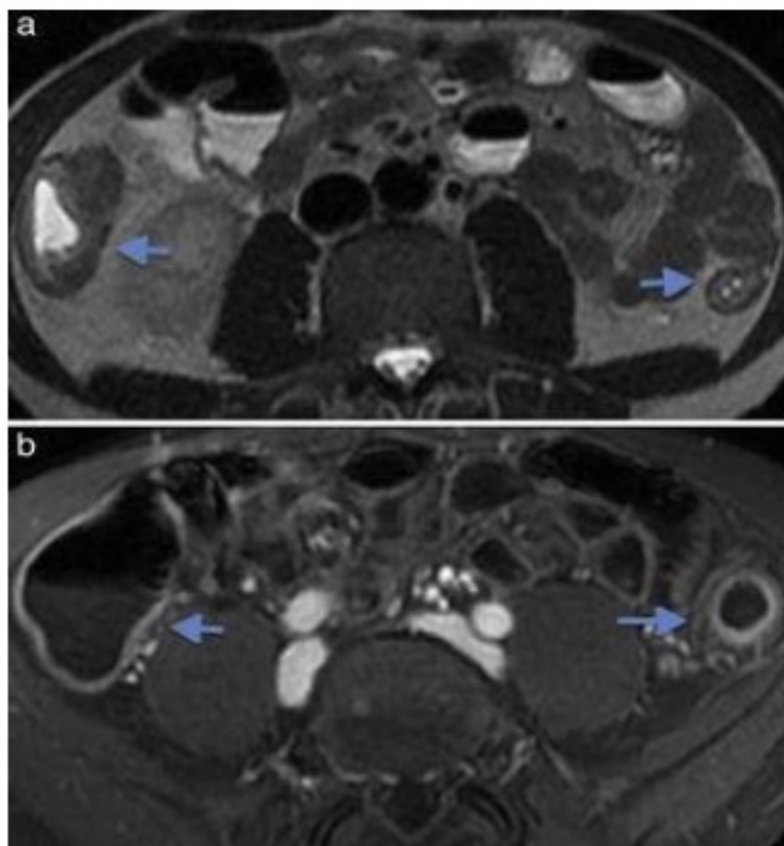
Paciente de 39 años con colitis ulcerosa. (a y b) Imágenes axiales de enterografía por resonancia magnética que exhiben engrosamiento de las paredes del colon con realce temprano de la mucosa colónica por compromiso inflamatorio agudo (flechas).
